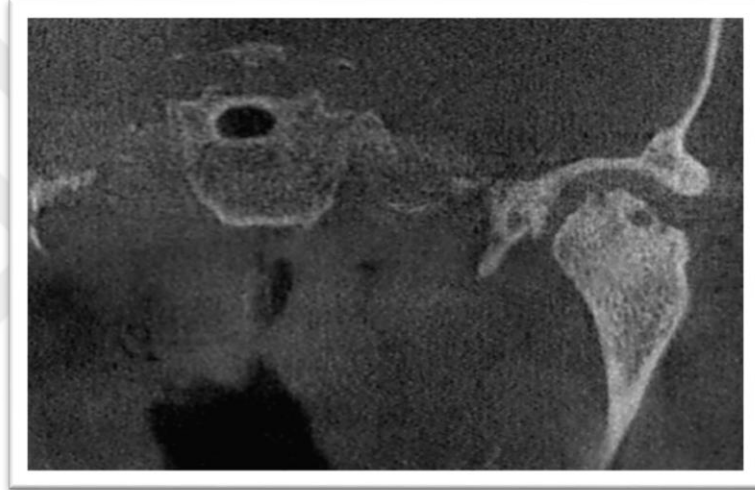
CBCT sagital ve koronal kesitte kondil başında korteksi içeren erozyon
